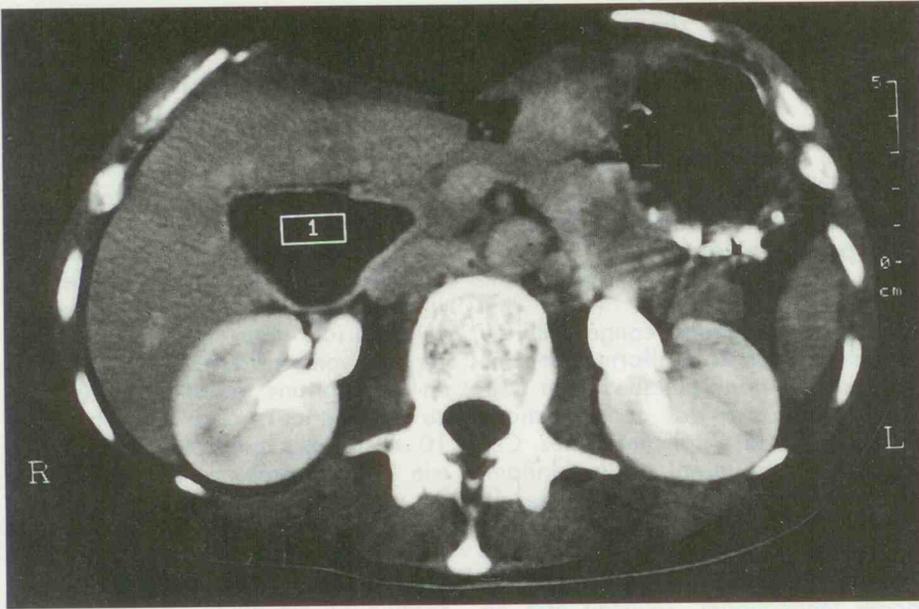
Aspect tomographique d'une lésion kystique sous-hépatique (1) représentant un kyste cholédocien de type 1 selon la classification de Todani. L'examen peropératoire a permis de découvrir un adénocarcinome de la paroi du kyste.
